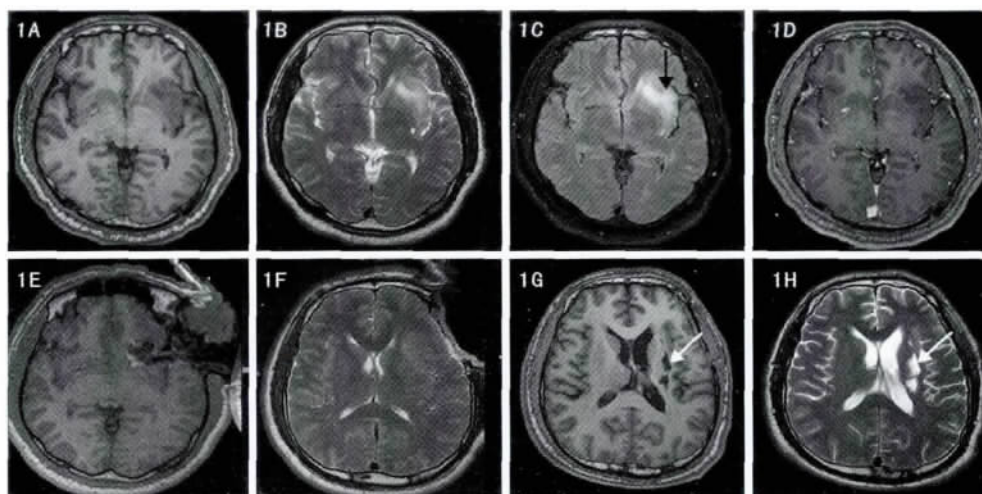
图中所示为表 1 中的病例 3。术前 MRI 提示左侧额及岛叶长 T1(1A)长 T2(1B)信号改变,FLAIR 序列(1C)高信号,未见明显强化(1D),肿物占位效应不明显,iMRI(introoperative MRI,术中磁共振)见肿瘤切除完全(1E),未见梗塞病变(1F)。术后 3 个月复查见如白色箭头所示,术区同侧基底节内囊膝部外侧见长 T1(1G)长 T2(1H)信号不规则小片状梗塞样改变。
